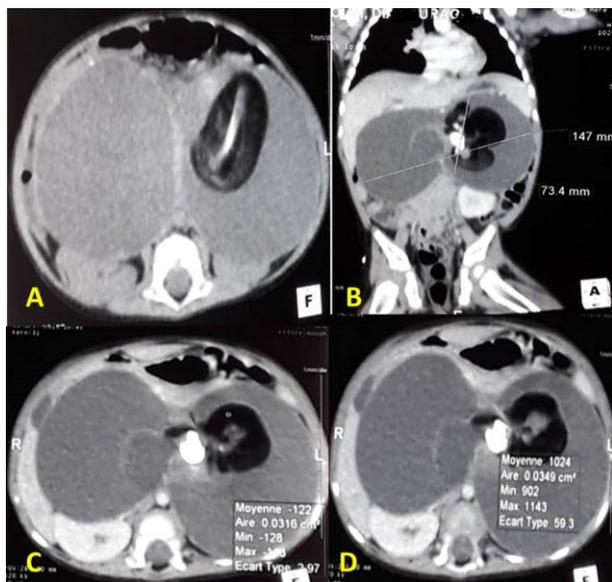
TDM abdominale coupe axiale sans injection (A) et après injection et reconstruction coronale (B) montrant le tératome rétro-péritonéal 147x73 mm, refoulant le foie et la rate en haut et les reins en bas ; coupes axiales (C et D) montrant la compression du rein droit, la composante multiple (kystique, tissulaire, grasseuse et calcique).
